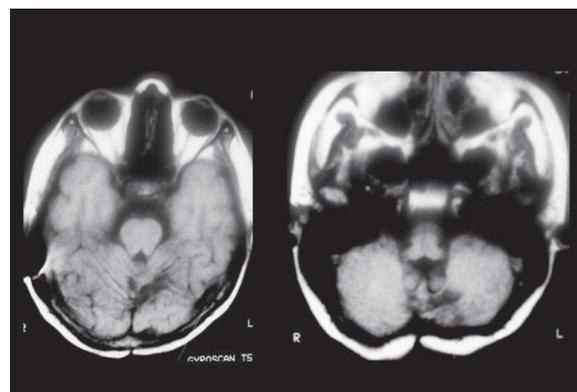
Control postquirúrgico 2002. RM potenciada en T1 simple. Cambios postquirúrgicos en fosa posterior con área gliótica residual y calcificación periférica sin signos de recidiva neoplásica.
